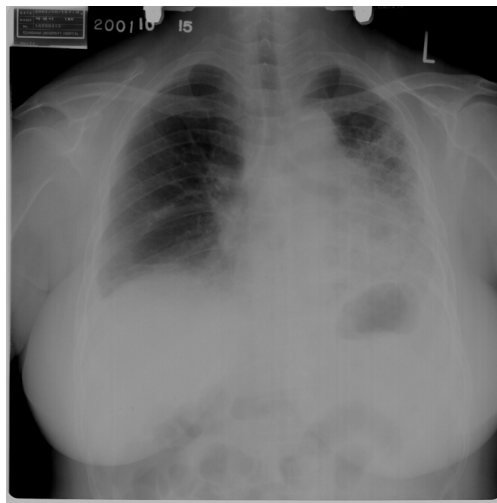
Simple chest X-ray shows reticulonodular infiltration of both lower lung field.
